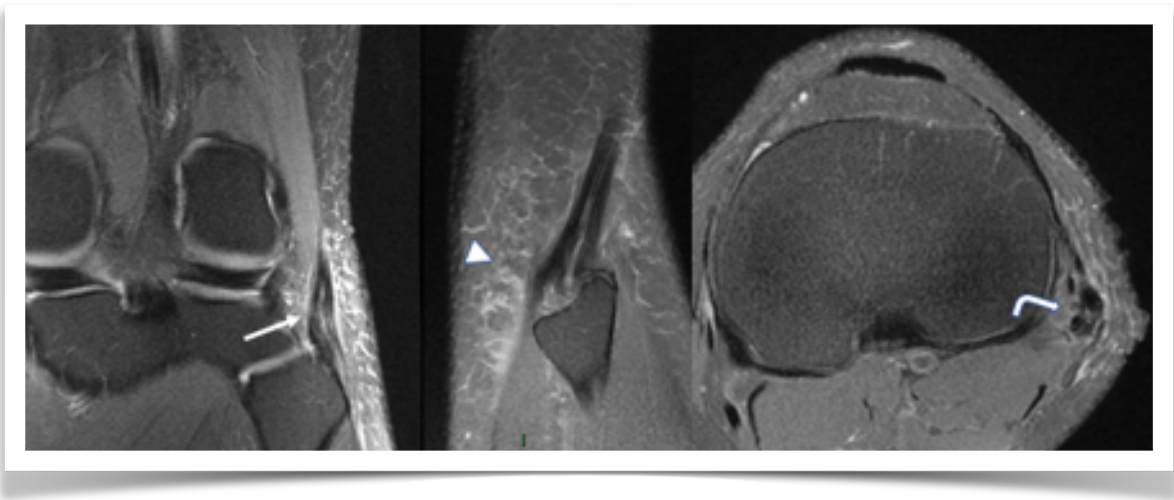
Tendinopatía del bíceps. En RM en planos coronal (flecha recta) sagital (cabeza de flecha) y axial (flecha curva) engrosamiento del tendón del bíceps con señal heterogénea y líquido peritendíneo.
